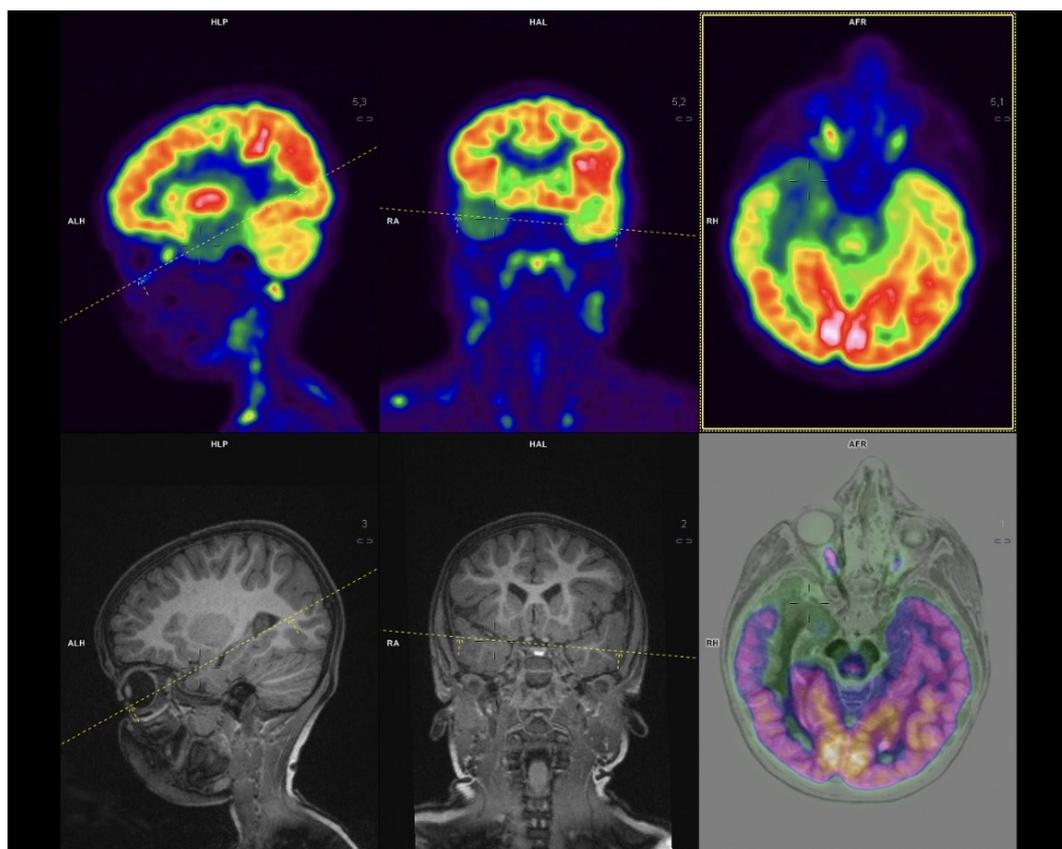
Risultato della 18F-FDG PET/MRI ibrida nel paziente 3.
